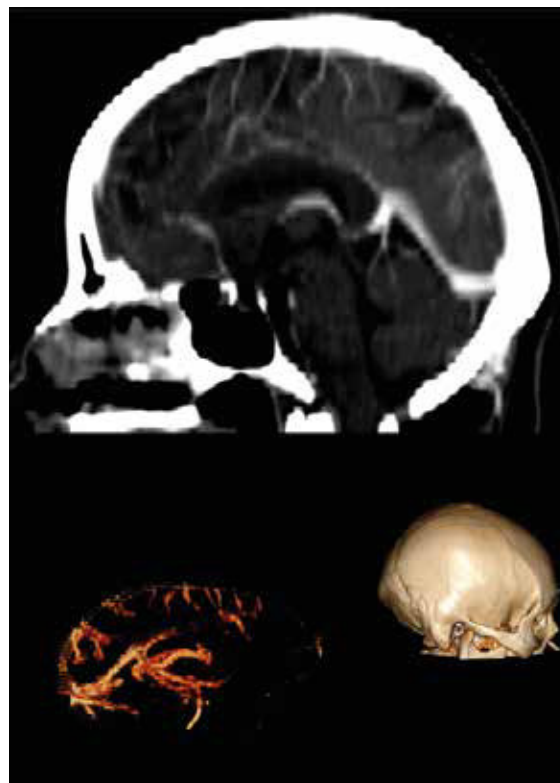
TAC de cráneo, corte sagital y reconstrucción en 3D (VENOTAC); se observa disminución del realce del seno longitudinal superior (poca captación del medio de contraste).
